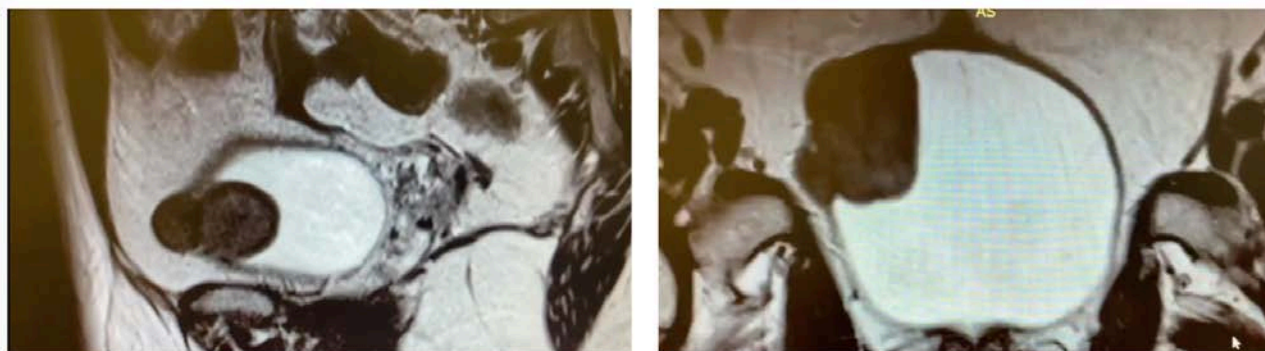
Изображение МРТ пациентки с леймиомой мочевого пузыря в двух проекциях
